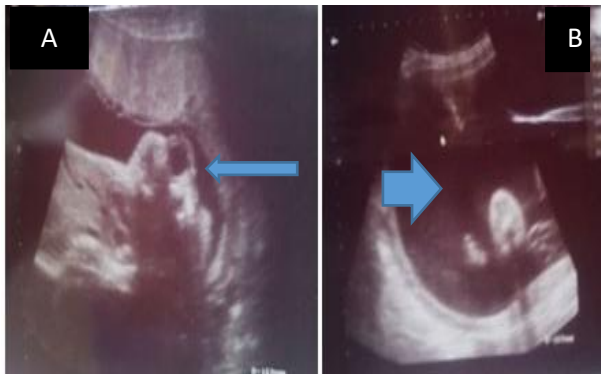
Image échographique d'un fœtus de 30 semaines 3 jours ; A : anencéphalie (flèche bleue mince), B : hydramnios (flèche bleue large).
